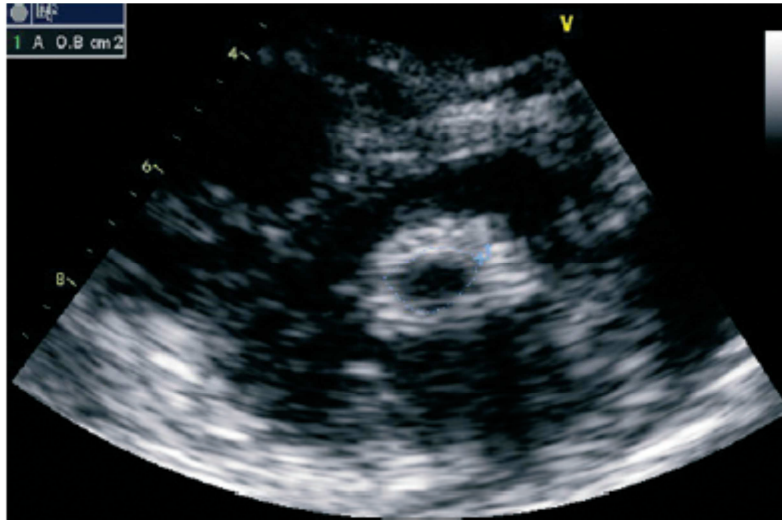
Vue parasternale petit axe : planimétrie de l'orifice d'ouverture mitral.
